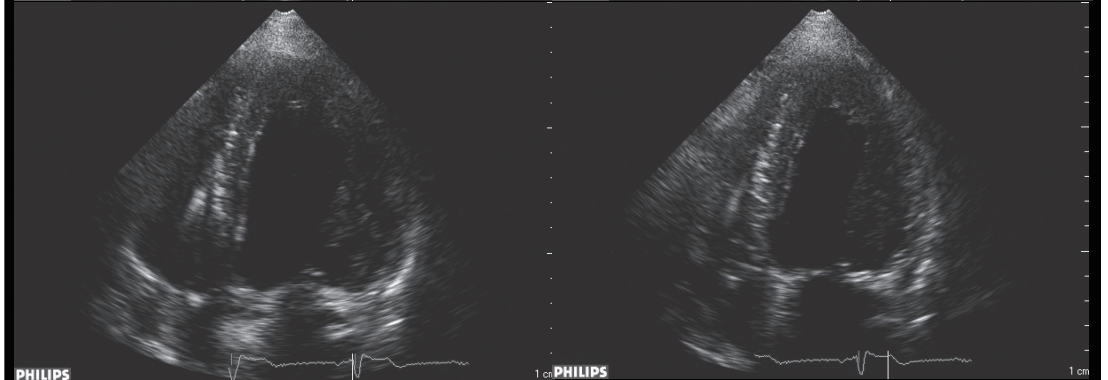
CRT 植込み 6 カ月後の心エコー図画像.
